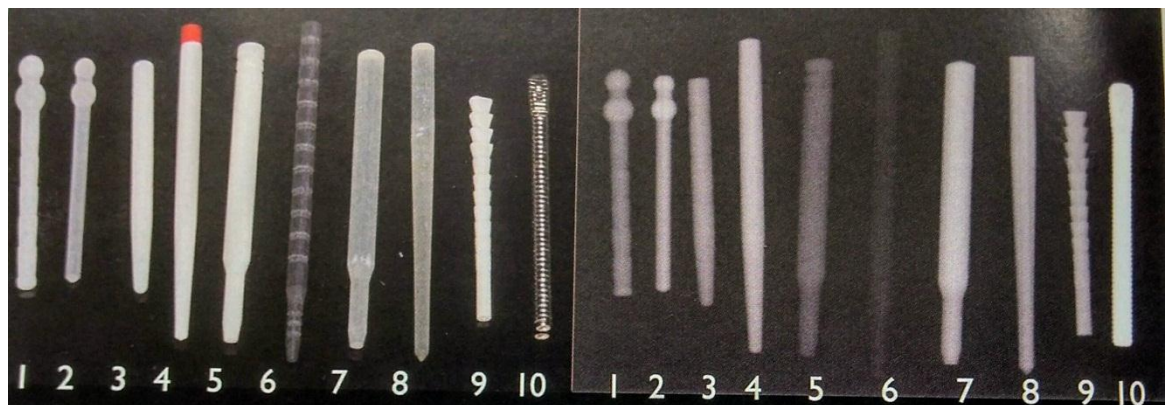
Diferentes radiopacidades en postes. Las imágenes de la derecha corresponden a radiografías de los postes de la izquierda. 1. Fiber White (Coltene). 2. Para Post Fiber Lux (Coltone) 3. Tenax Fiber (Coltone). 4. Easy Post (Densply). 5. Aesthetic Plus (Bisco). 6. C Post (Bisco). 7. Ligh Post (RTD). 8. D.T. Light Post (Bisco). 9. Peerles Post (Sybronendo) 10. Para Post Metálico ( Coltene)<sup>15</sup>
